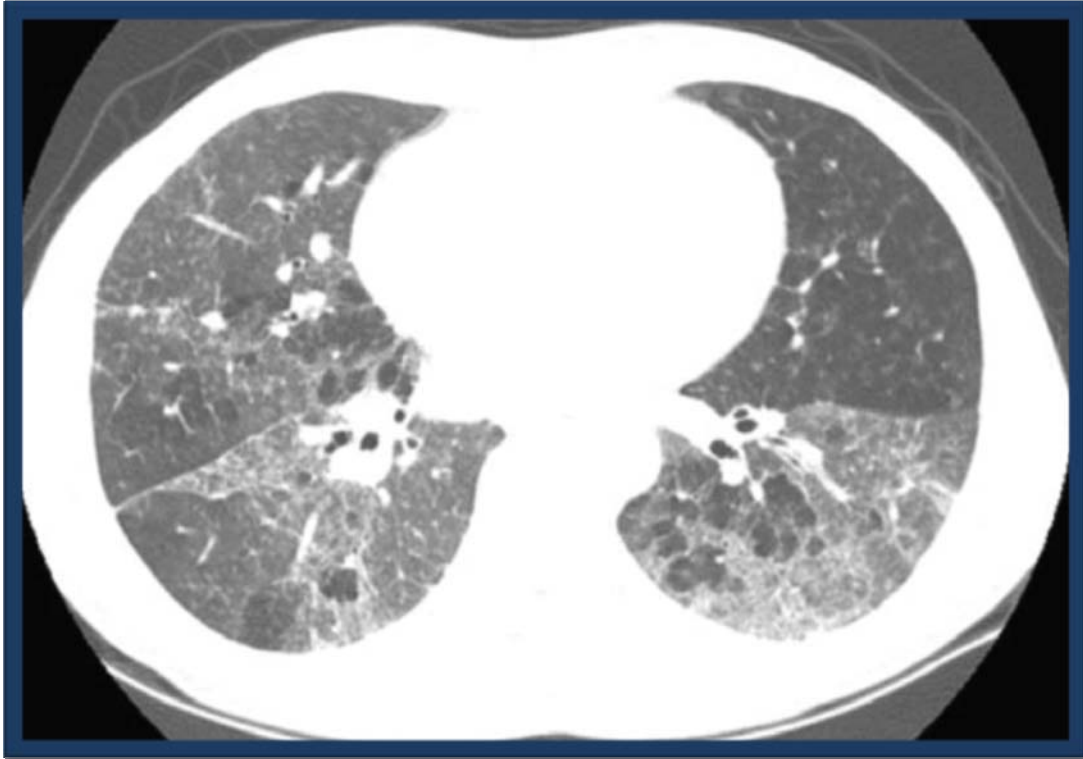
Estudio de Tomografía Computarizada de Alta resolución en un paciente con diagnóstico de Neumonía Intersticial de Células Gigantes, en la que se observan opacidades en vidrio despulido y opacidades lineales en ambos pulmones.
